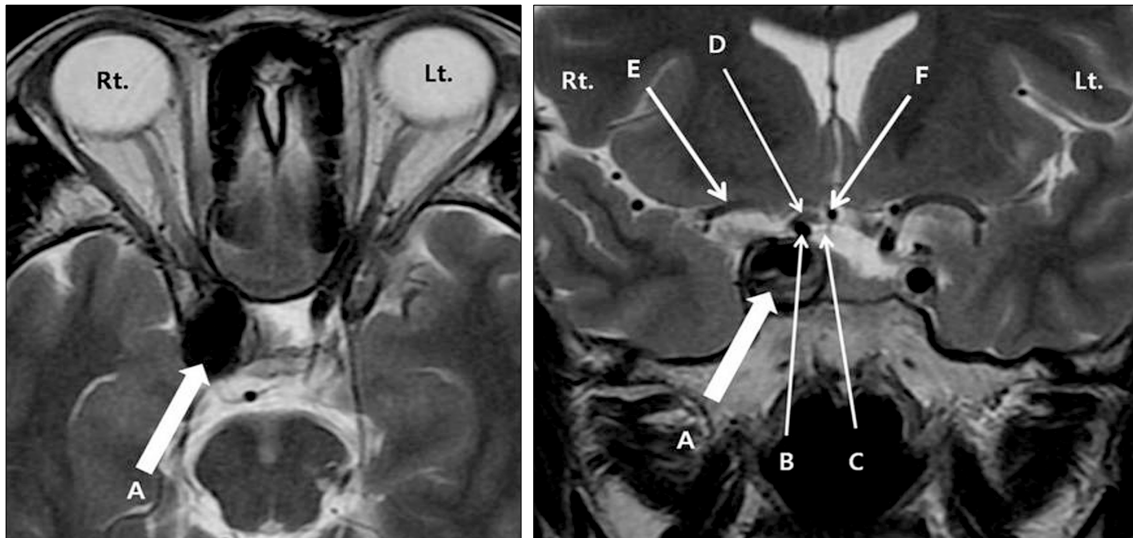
T2-weighted axial (left) and coronal (right) magnetic resonance image. Internal carotid artery aneurysm from its intracavernous segment (A) shifted the supraclinoid segment of the internal carotid artery (B) and basal cistern (C). The right optic nerve (D) is molded by the shifted supraclinoid segment of the internal carotid artery directly on the point of the bifurcation between the middle cerebral artery (E) and the anterior cerebral artery (F).
